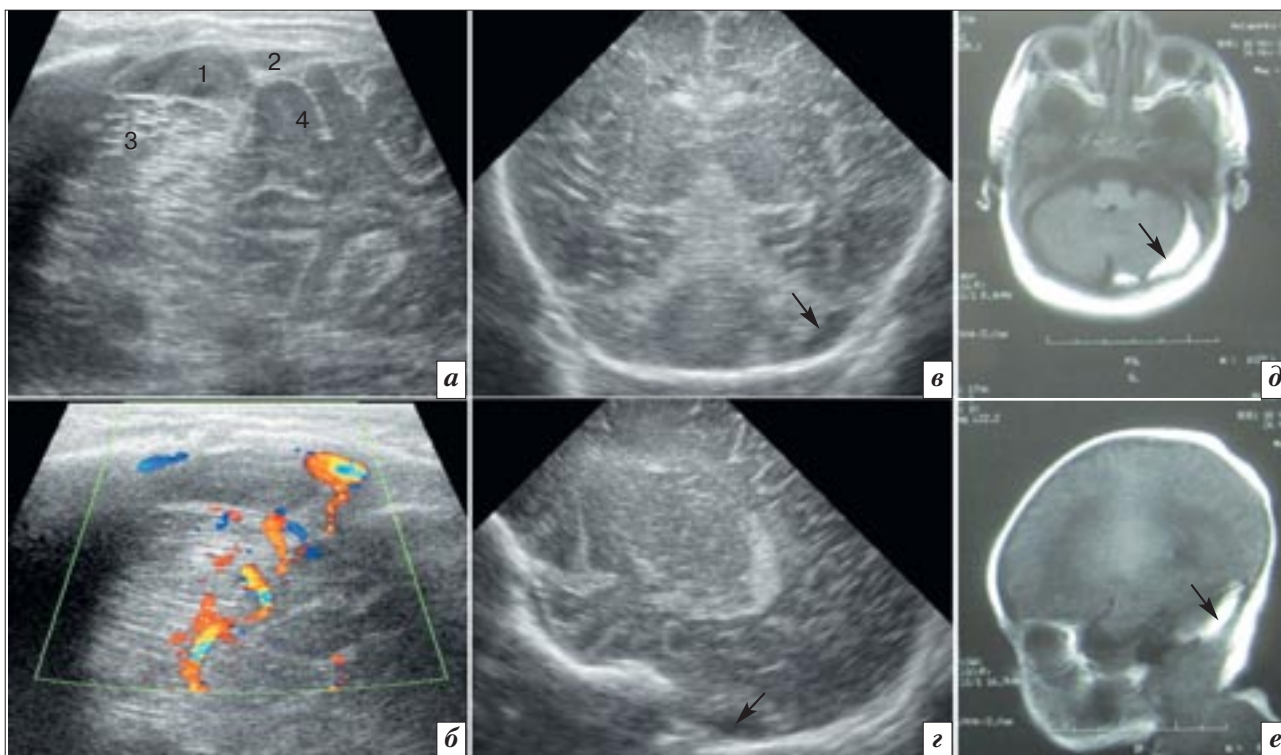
Результаты лучевого обследования: *a, б* – сканирование через ЗБР слева, В-режим и цветное доплеровское исследование соответственно; 1 – парациреллярное скопление крови; 2 – фрагмент сигмовидного синуса; 3 – полушарие мозжечка; 4 – височная доля; *в, з* – фронтальный и парасагиттальный сканы через большой родничок: стрелкой показано парациреллярное скопление; *д, е* – магнитно-резонансные томограммы, стрелкой показано кровоизлияние в ЗЧЯ.
